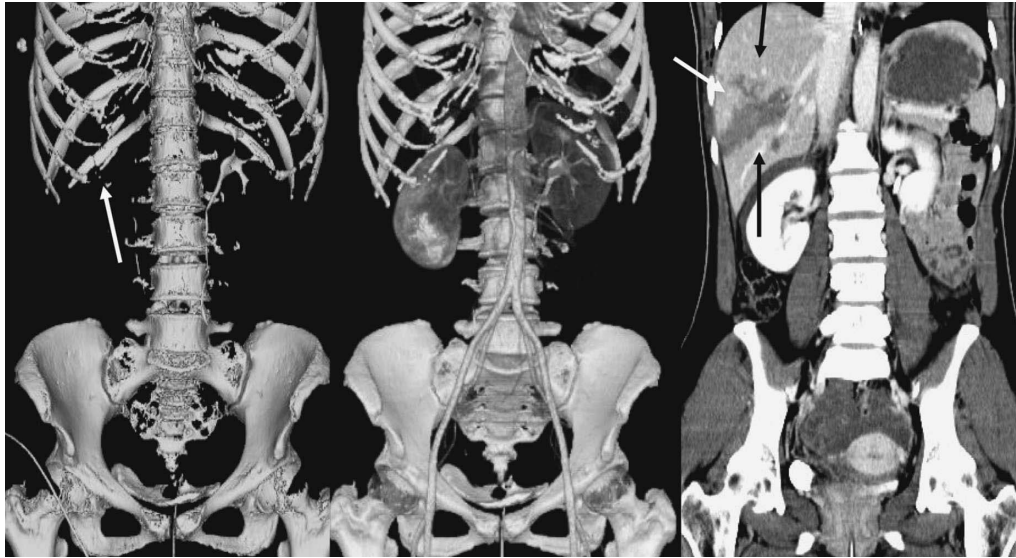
One-stop-shopping CT for an emergency case. Bone display image (left) shows the right 12th rib fracture. Vascular system can be checked by the arterial phase of dynamic CT (middle). Delayed phase after contrast injection (right) delineates an irregular filling defect of hepatic parenchymal injury (arrows).
